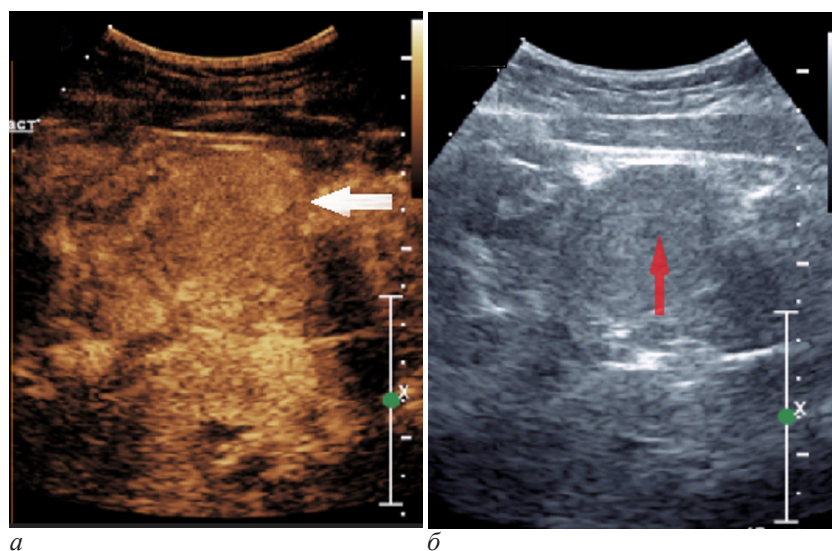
УЗИ пациентки Ш., 18 лет: а – с контрастированием, белая стрелка указывает на контрастирующую капсулу; б – В-режим, стрелкой показана формирующаяся кистозная полость
